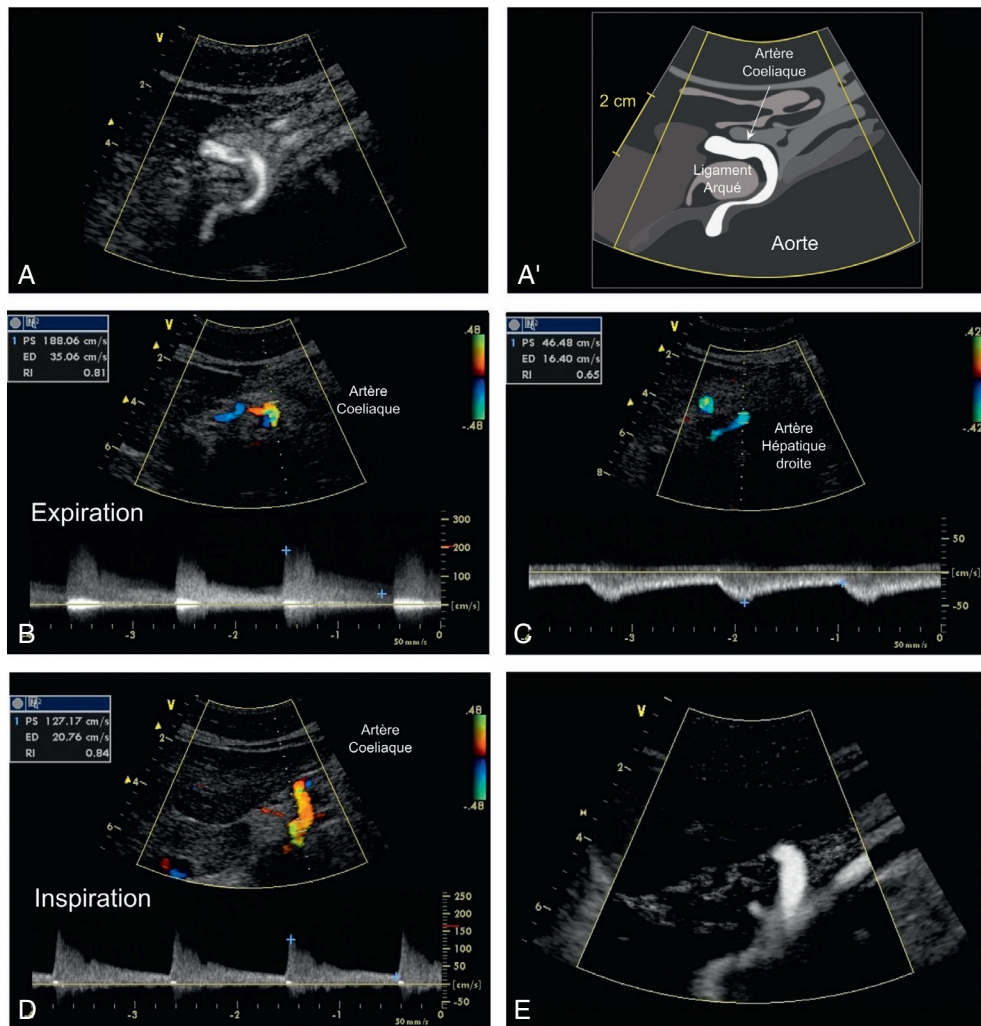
Compression extrinsèque de l'artère coeliaque par le ligament arqué du diaphragme chez un sujet jeune symptomatique. La coupe échographique sagittale montre le refoulement caudal et la compression de l'artère coeliaque (A et A'). L'examen Doppler enregistre une accélération circulaire avec dispersion spectrale sur l'artère coeliaque, se majorant en expiration (B), avec un retentissement d'aval significatif dont témoigne l'amortissement de la modulation du tracé Doppler de l'artère hépatique au sein du parenchyme (D). Ces signes disparaissent en inspiration profonde (D et E).
